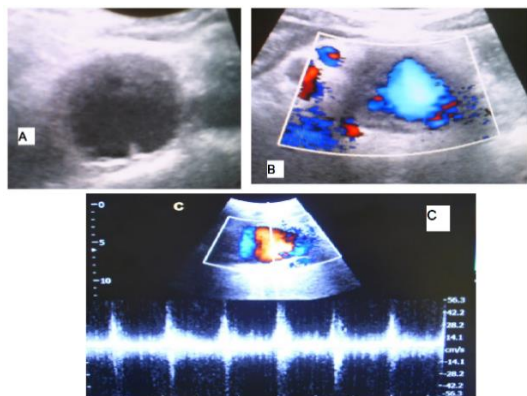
A&B : échographie thoracique en mode B et doppler couleur montrant qu'il s'agit d'une masse vasculaire (anévrisme). C : échographie thoracique en mode doppler pulsé montrant un tracé mixte.
